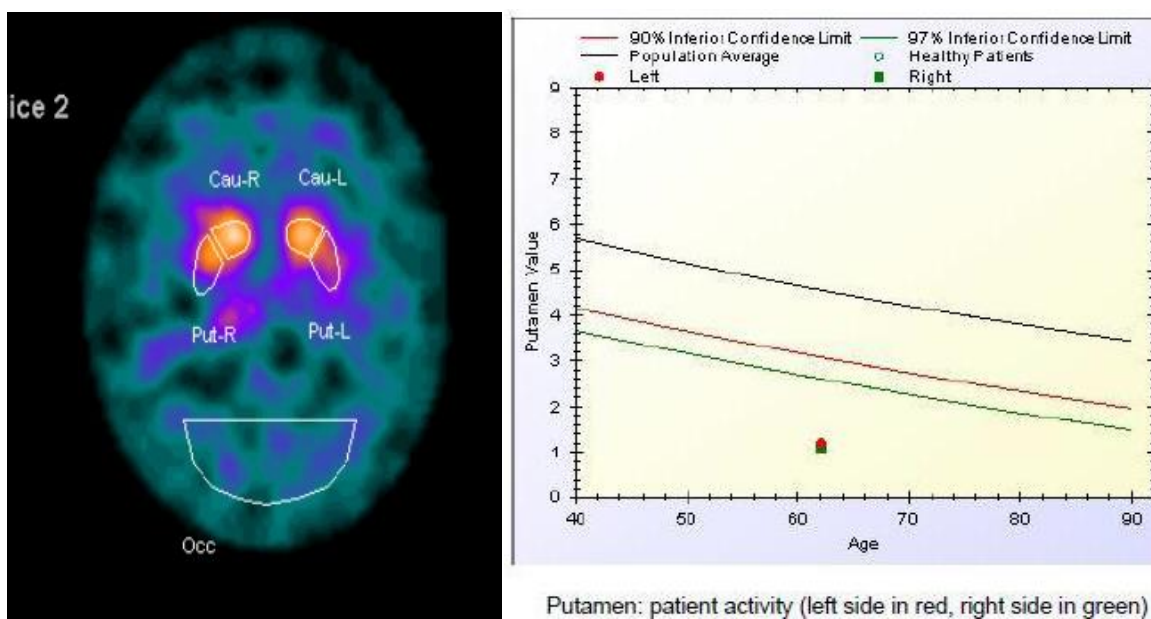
SPECT con ^{123}I -FP-CT di un pazienti con MP e risultato del Basal Ganglia Matching Tool per i nuclei putamen.
